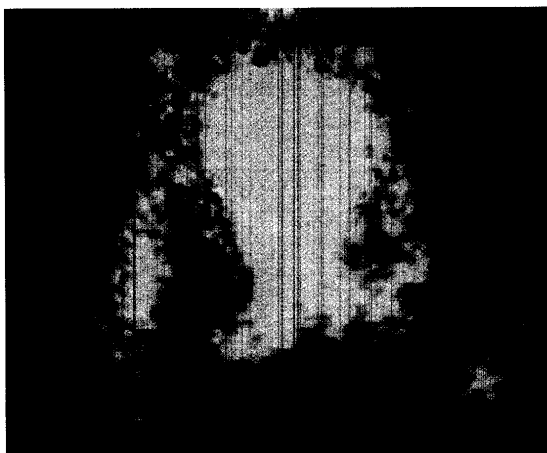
Myocardial perfusion image of human heart with contrast medium using power Doppler imaging (contrast agent NC100100, Nycomed)
